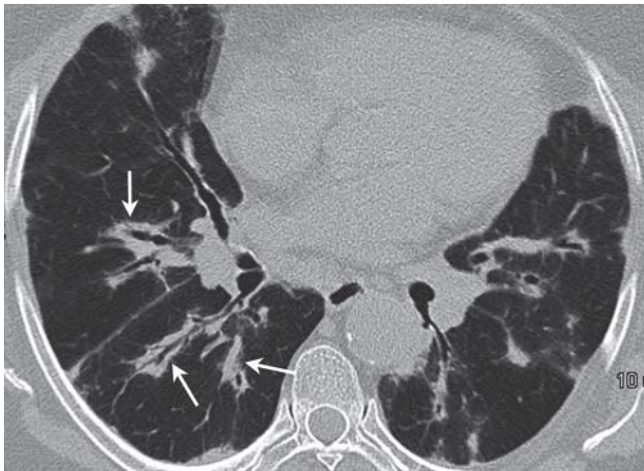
CT mit bronchozentrischer Verteilung der bilateralen Konsolidierungen (Pfeile).
